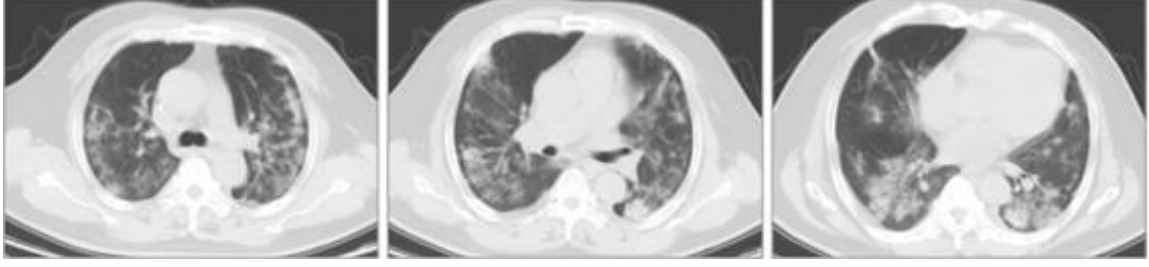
34 yaş (soldaki) ve 81 yaş (sağdaki) iki COVID-19 pozitif bayan hastanın BT 'si (60)
